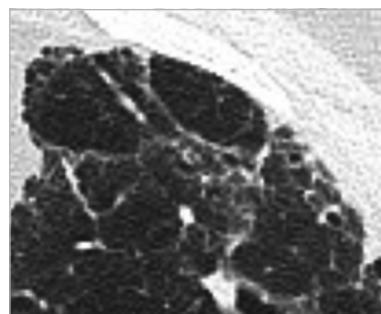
TC muestra foco de retículo intralobulillar con líneas de distinto grosor y con espacios irregulares en el lóbulo superior izquierdo.
